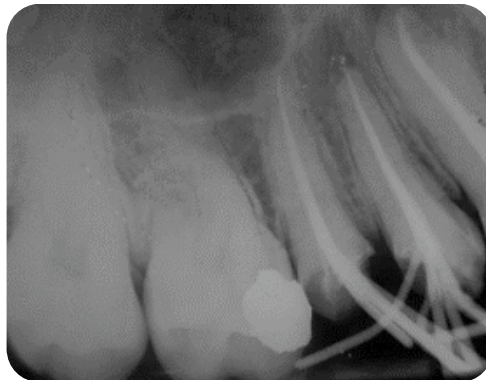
Radiografía prefinal en donde se observa sobreobturación de 0.5 mm en elemento 14 y en el elemento 15 obturación del conducto con una correcta condensación.
